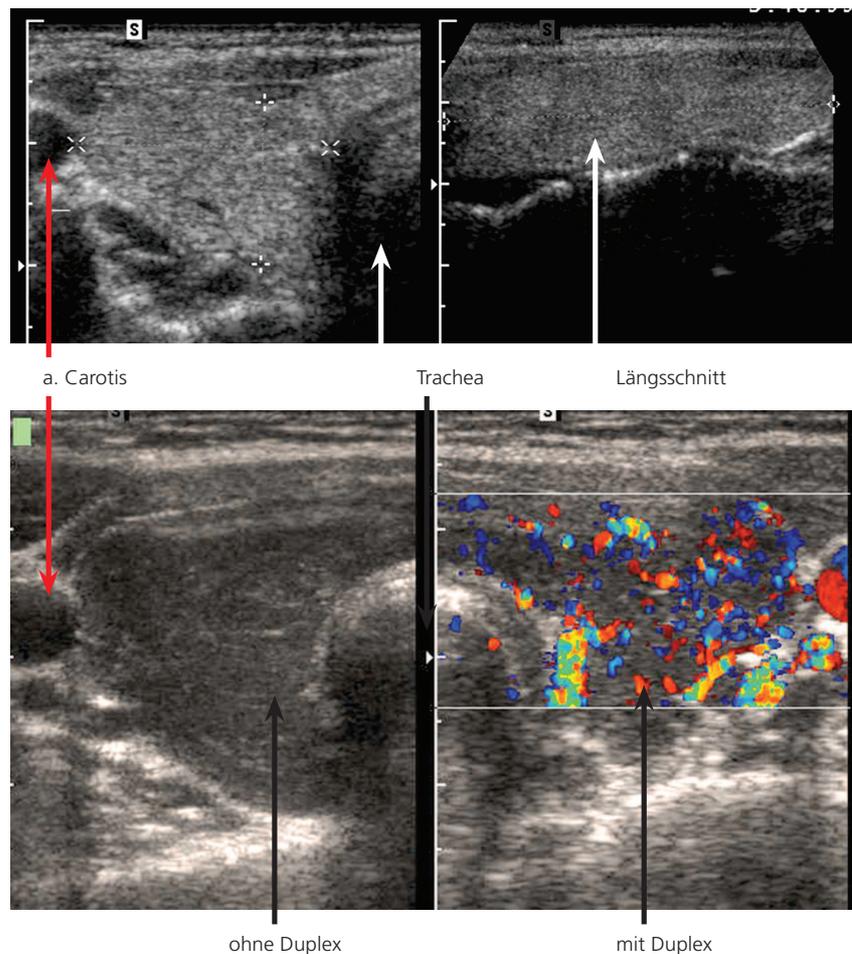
a) Sonographisches Bild einer normalen Schilddrüse; b) Autoimmunthyreoiditis
